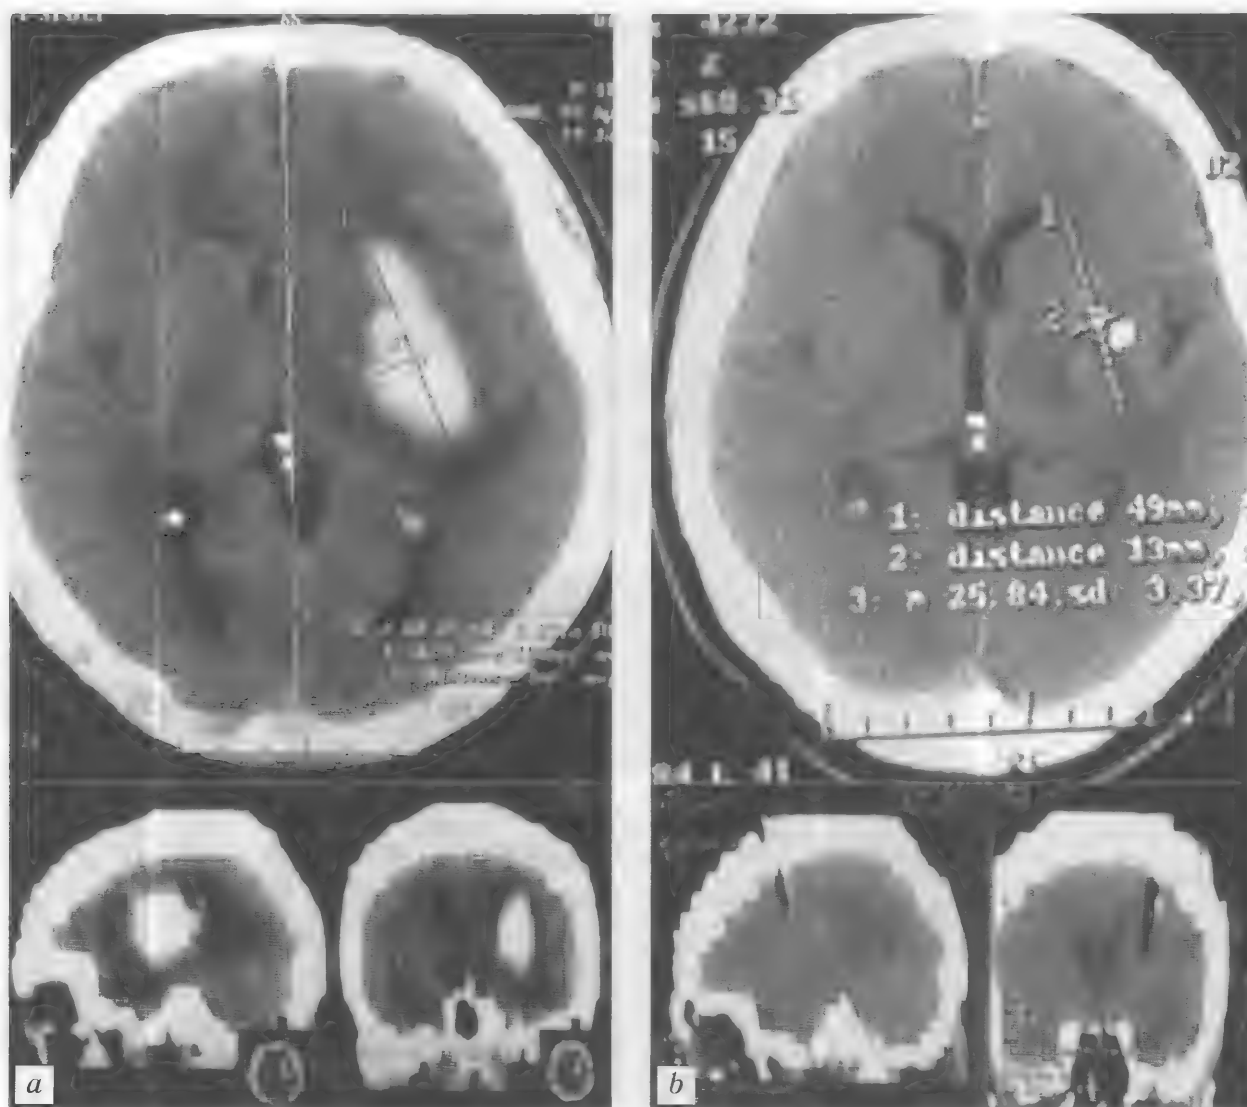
Больной Р., 41 год. Геморрагический инсульт с формированием путаменальной гематомы слева. Контроль оперативного лечения. Полное удаление двухдневной гематомы после фибринолитической терапии на 2-е сутки после установки катетера. КТ — *a, b*
